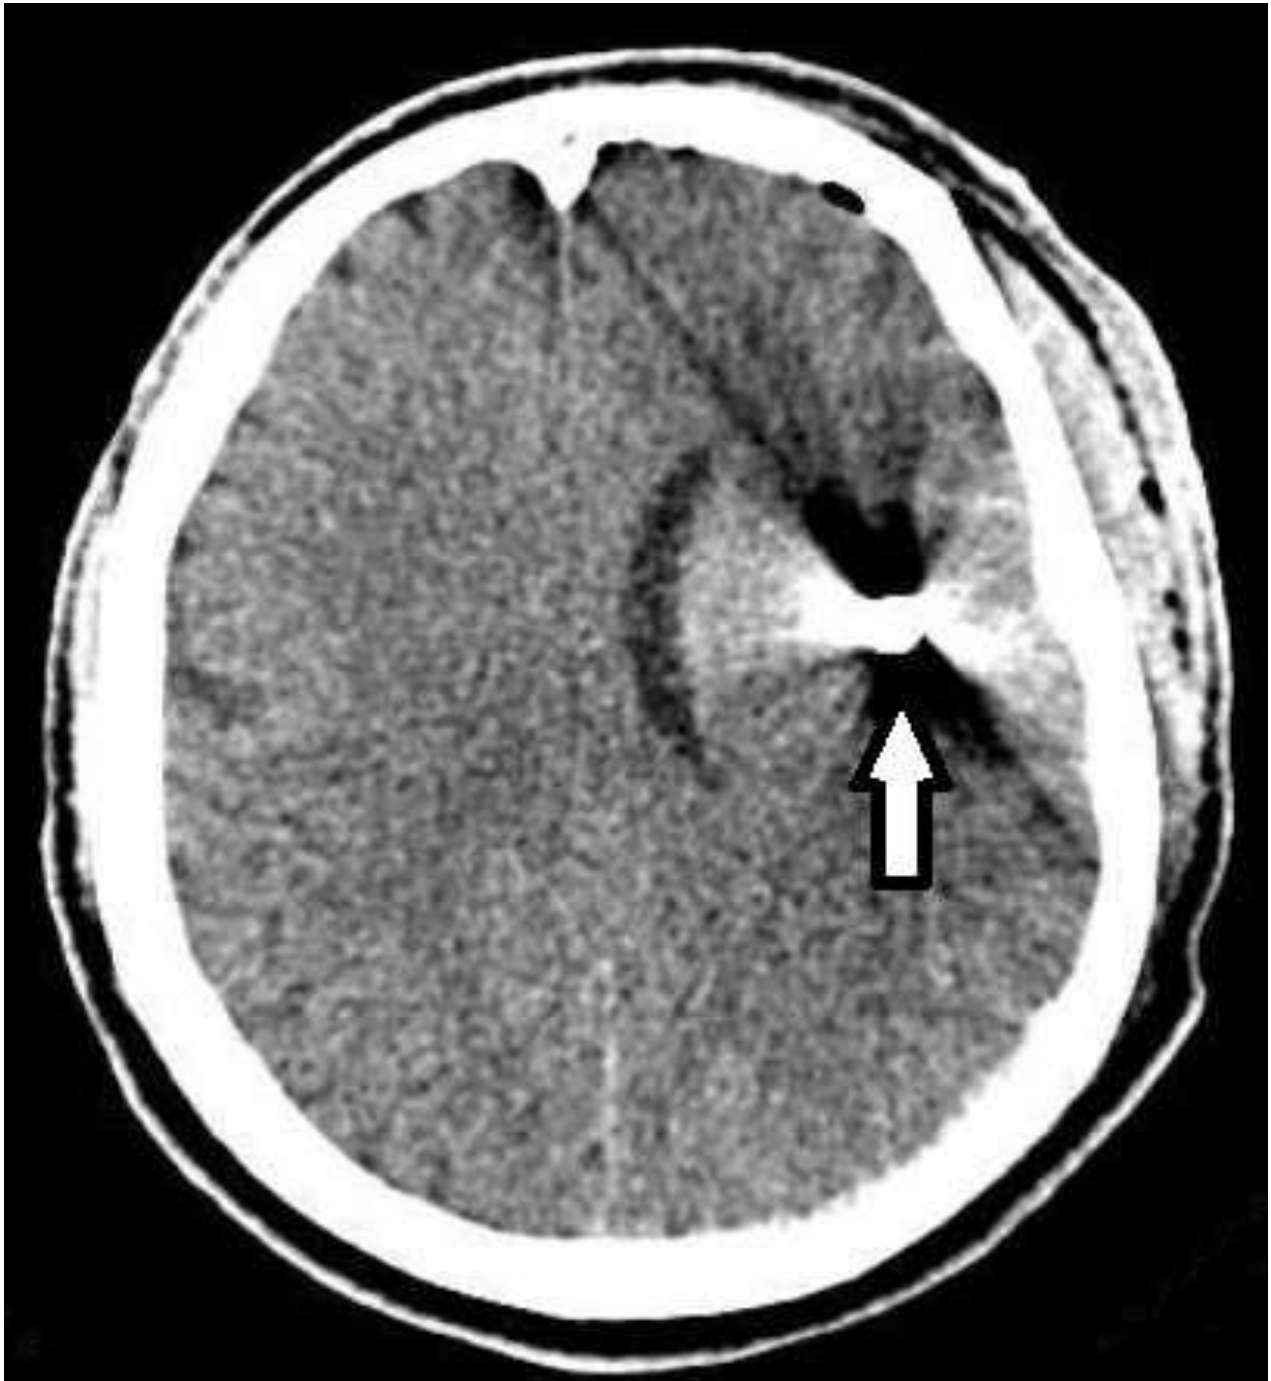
TDM crânio-encéphalique, coupe axiale en fenêtre parenchymateuse, met en évidence une image spontanément hyperdense (corps métallique), pariétal gauche (flèche →) avec présence d'artefact autour. Hématome sous galéal et emphysème sous cutanée frontal homolatéral.
